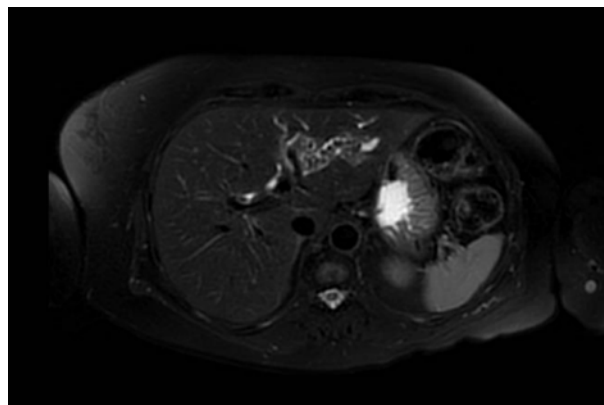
Resonancia magnética contrastada axial en secuencia T2 en la que se aprecia la dilatación segmentaria de la vía biliar intrahepática izquierda.
